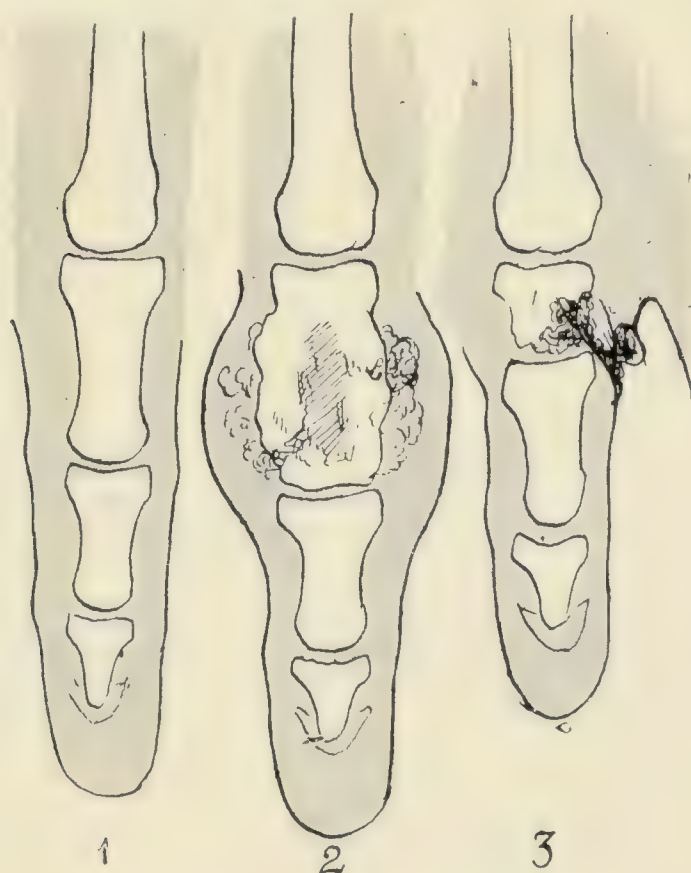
Nach Radiographien.
